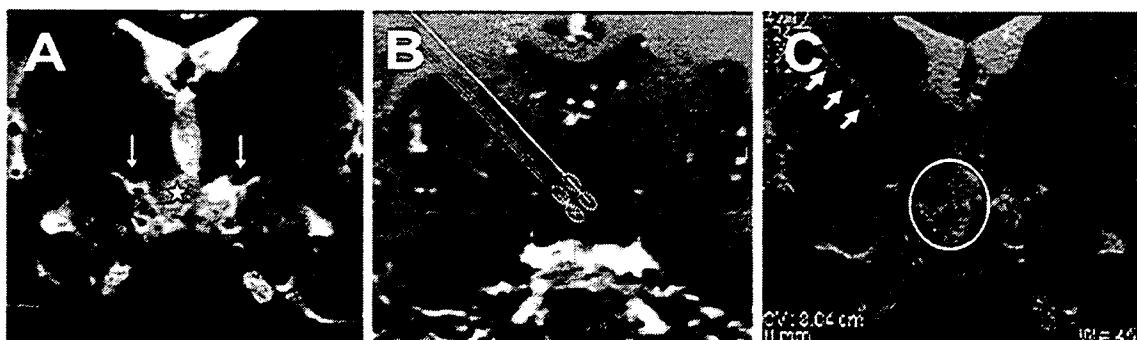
Preoperative planning for SRA and postoperative MRI
